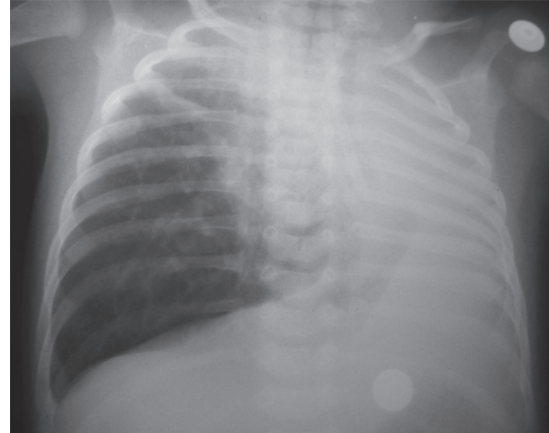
Radiografía anteroposterior de tórax: radiopacidad de hemitórax izquierdo.
